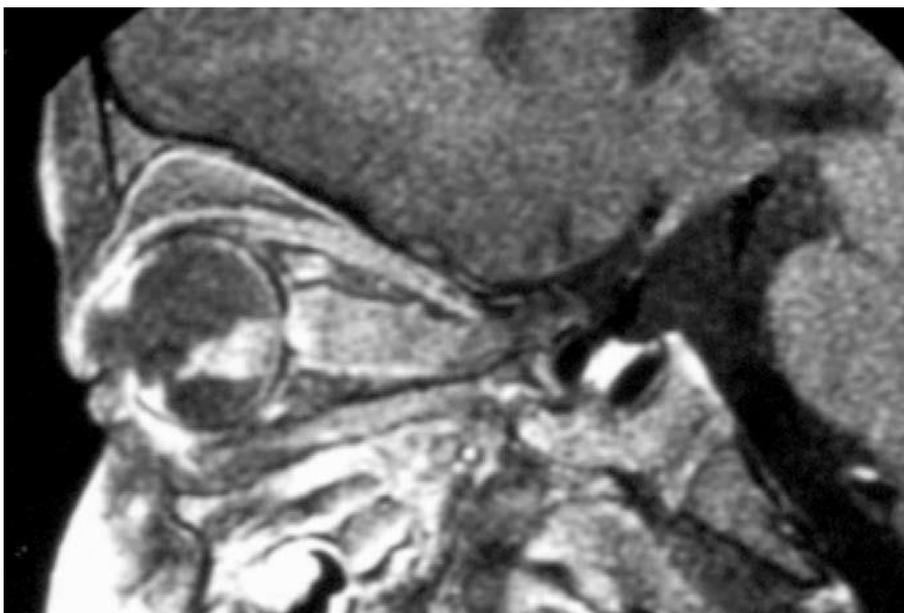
Atteinte intra-oculaire et du nerf optique intra-orbitaire en IRM
